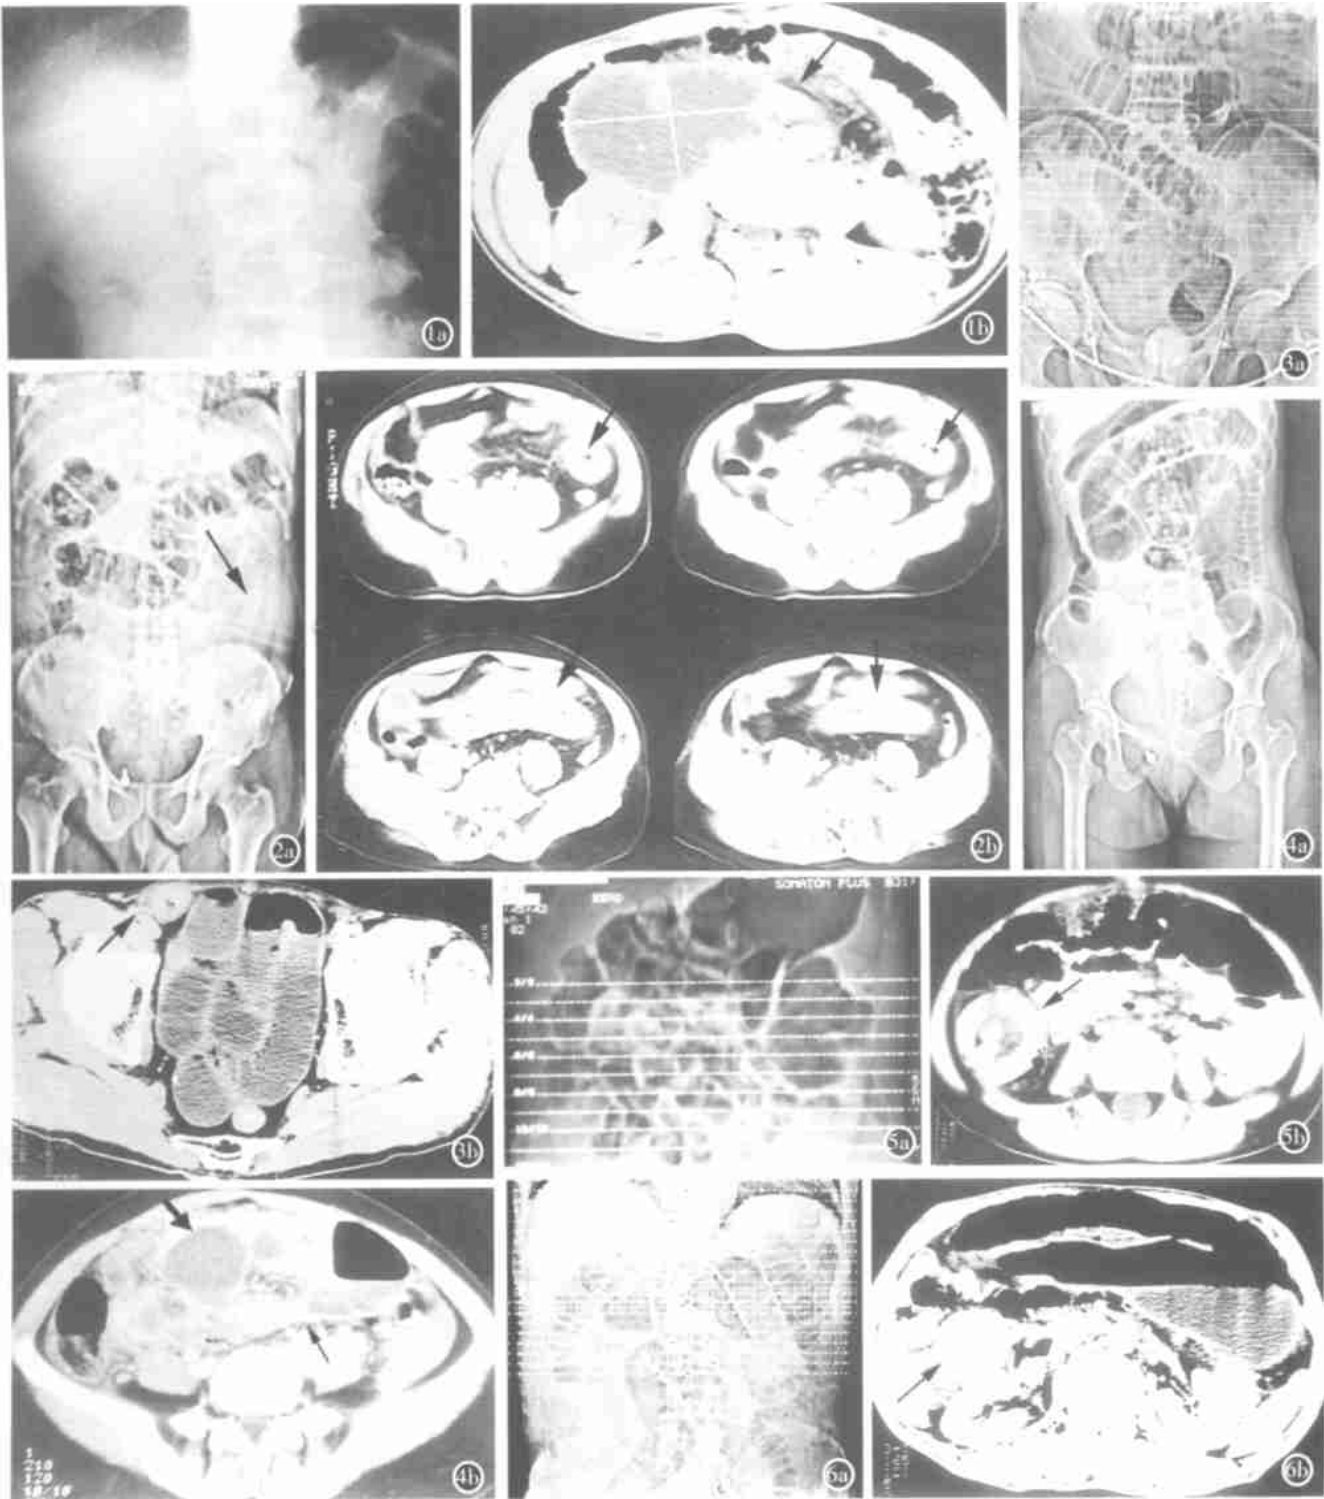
男 58 岁,胃大部切除术后 3 个月,反复发作上腹剧烈胀痛。a) 上腹部平片无异常;b) CT 见十二指肠输入袢明显积液扩张,肠系膜根部有粘连带压迫(→)。手术松解粘连带后痊愈。图 2 男 38 岁,急起腹痛 3h。a) 腹部定位像仅见横结肠扩张积气,左下腹肠壁明显增厚(→);b) CT 见小肠节段性肠壁显著增厚达 2cm(→),肠系膜稍混浊,右侧结肠旁沟少量积液。CT 诊断肠绞窄,手术见空肠节段性肠缺血坏死。图 3 男 56 岁,反复发作腹痛 2 天。a) 腹部定位像仅见空肠梗阻;b) 盆腔 CT 显示小肠积气积液,直肠无气,右腹股沟肠壁增厚、小肠嵌顿(→)。手术见右腹股沟斜疝嵌顿,肠缺血,未坏死。图 4 女 32 岁,腹痛 3 天,肛门无排气。a) 定位像示空肠完全梗阻,病因不清;b) 增强 CT 小肠锥状移行带(→),肠系膜模糊,密度增高混浊成团,粘连强化,内见积液的肠管,肠管壁不如肠缺血样增厚(→)。图 5 男 3 岁,腹痛 1 天,无其他不适。a) 定位像见胃及小肠积气,病因不明确。b) CT 见右下腹同心圆样肿块(→),为肠套叠典型表现。经空气灌肠复位痊愈。图 6 回肠腺癌。a) 定位像示小肠末端梗阻,病因不详;b) CT 见有肾前方小肠局限增厚肿块,有强化(→)。
